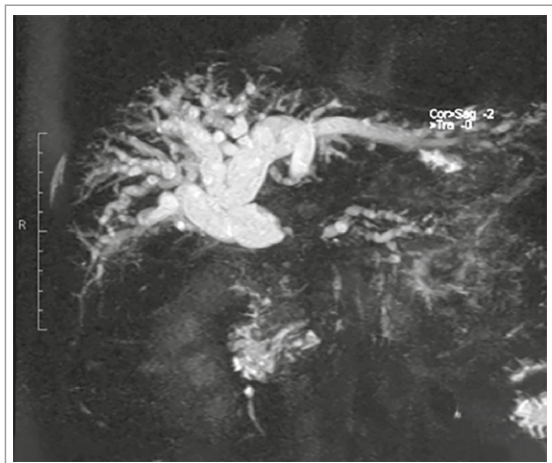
Colangiorresonancia evidencia dilatación patológica de la vía biliar por obstrucción tumoral de la cabeza del páncreas.
